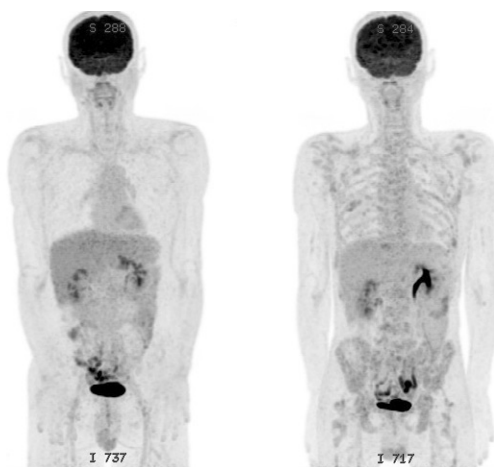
1回目PET/CTのMIP像；胃吻合部直上の大彎後壁に軽度集積を認めた以外に明らかな異常集積は見られない。
